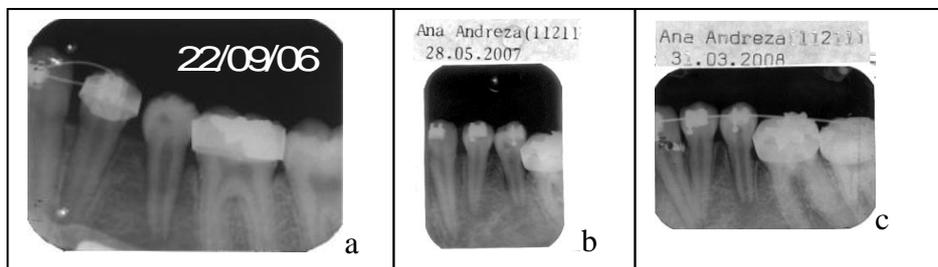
Radiografias periapicais imediatamente ao transplante (a), 8 meses após o transplante (b) e 18 meses depois do transplante (c), mostrando a sequência normal de restabelecimento do dente transplantado e das estruturas periapicais envolvidas.
